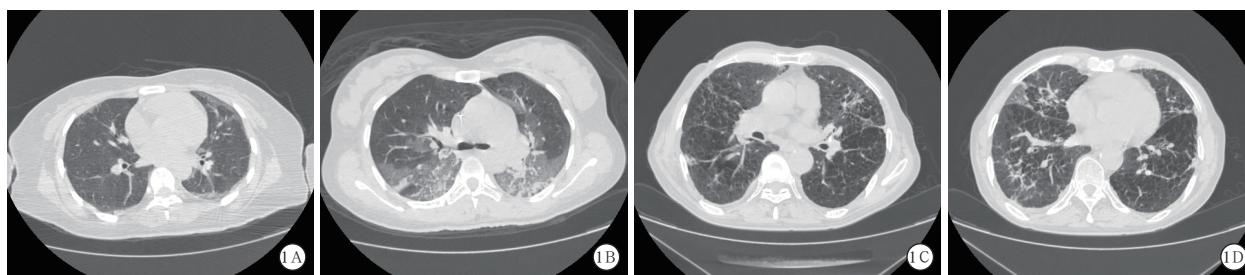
联合大黄为主中药组序贯治疗对急性百草枯中毒患者肺纤维化影响的胸部CT 入院14 d,西医对照组(A)可见肺实变影,范围较大的实变区可见支气管影像;联合中药组(B)两侧肺野可出现小片状渗出性改变和胸膜下的不规则线影;出院60 d随访,西医对照组(C)可见蜂窝样改变及支气管扩张;联合中药组(D)双肺下叶出现索条影,小叶间隔增厚
